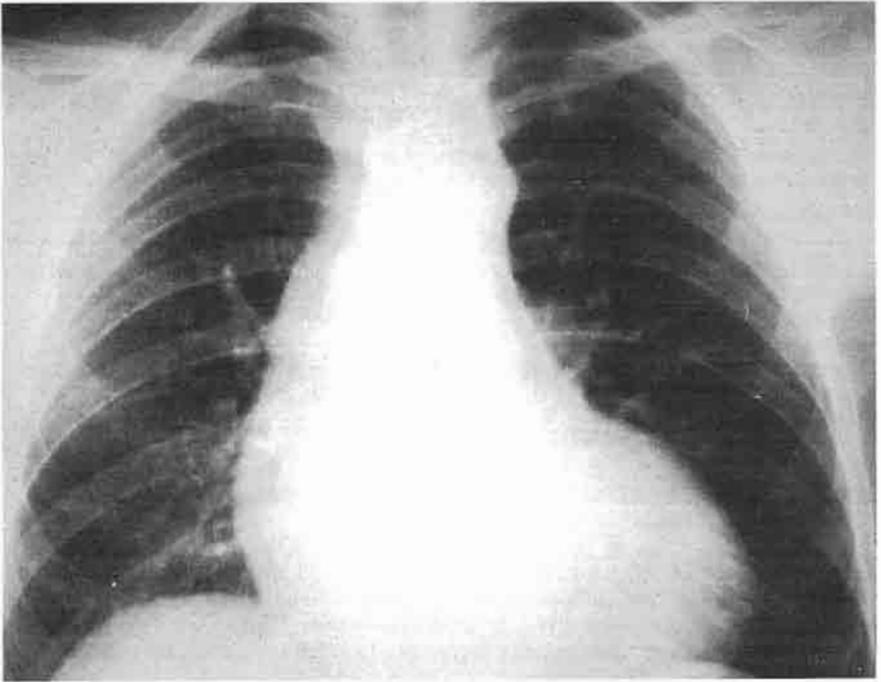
Radiografía de un paciente de 50 años con insuficiencia aórtica severa. Cardiomegalia importante a expensas del ventrículo izquierdo, elongación aórtica. Signos discretos de hipertensión venocapilar pulmonar.
